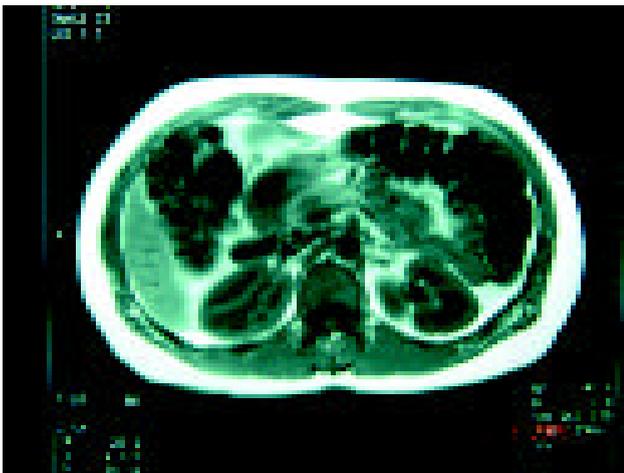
La RMN demuestra una lesión ovoide en el cuello del páncreas de 1.5 cm en una paciente con sospecha de insulinoma.
